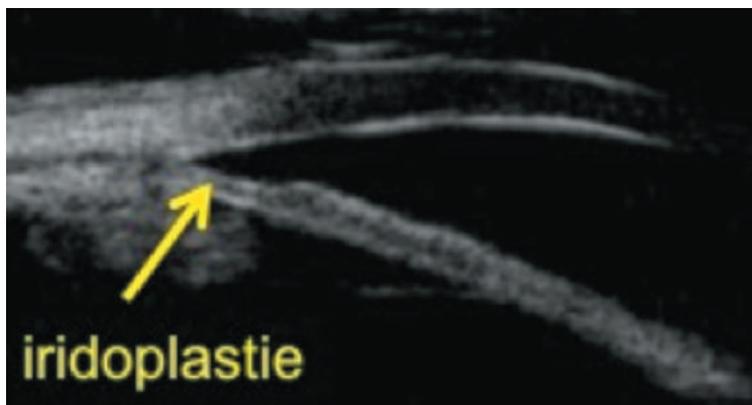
Échographie de l'œil montrant l'amincissement de l'iris en périphérie après iridoplastie.
